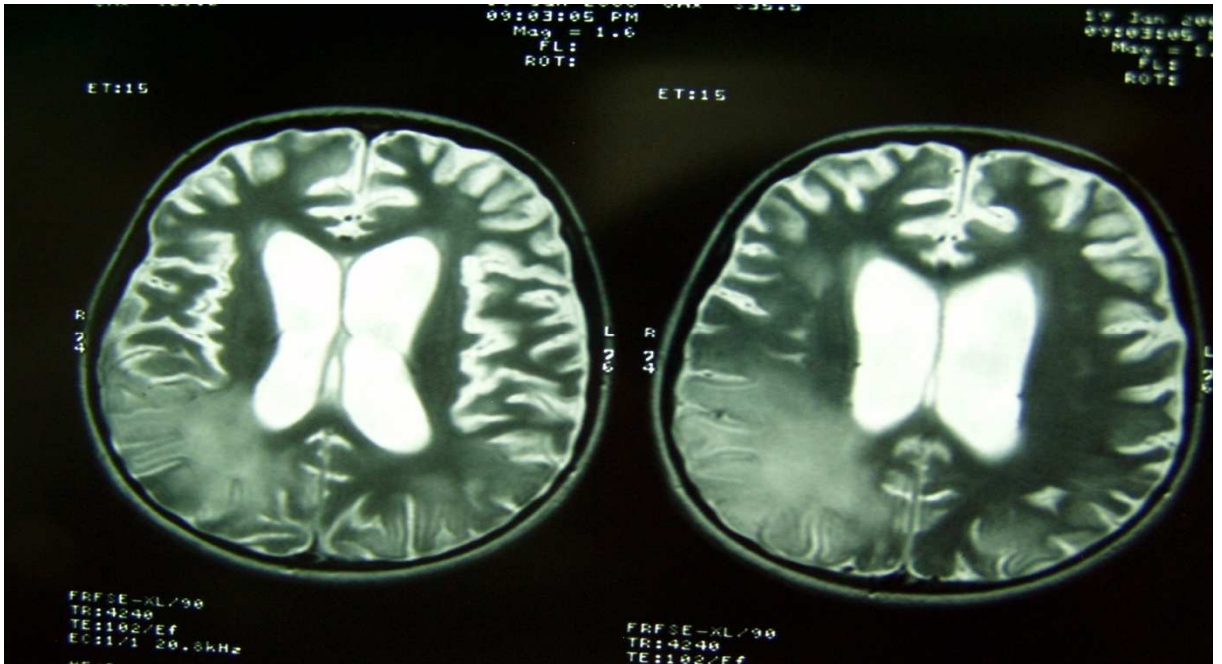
Vaka 23 takip MRG bulguları ve klinik evre
